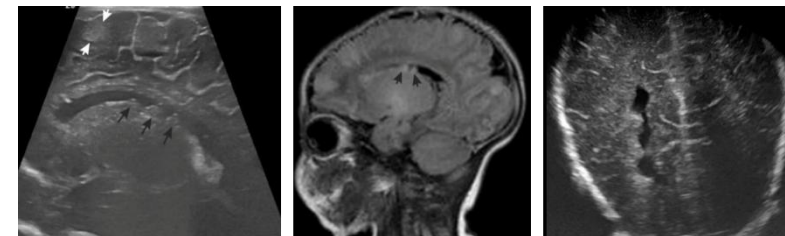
Другие варианты редких причин неонатальных судорог. НСГ и МР томограмма демонстрирующие туберсы, субэпендимальные узлы при ТБС и гетеротопию при узловой субэпендимальной форме гетеротопии серого вещества
